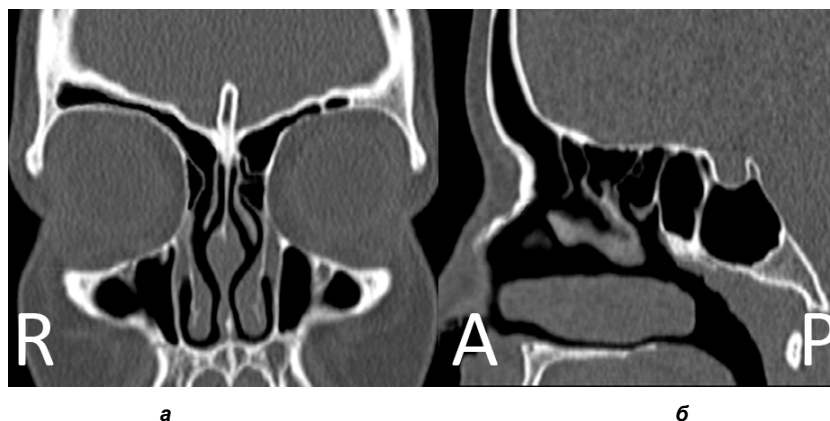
КТ ННП через 1 місяць після операції (а – коронарна проекція, б – сагітальна проекція).
